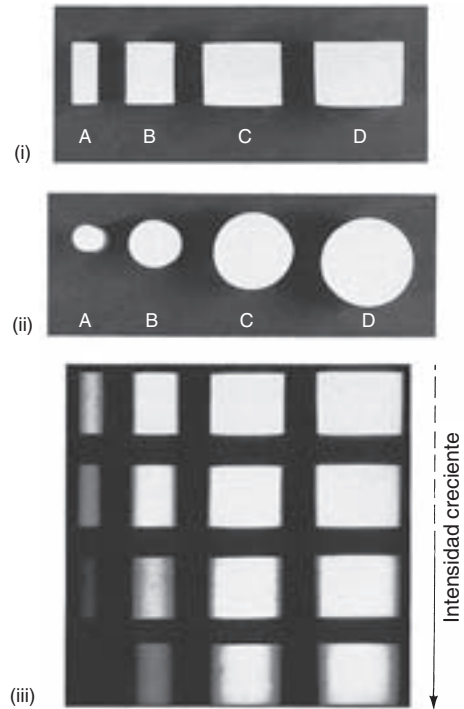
(i) Vista frontal y (ii) vista axial de cuatro cilindros hechos de yeso de París pero de diferentes diámetros. (iii) Cuatro radiografías que utilizan haces de rayos X de intensidades diferentes causan mayor penetración del objeto con menor atenuación; es por ello que producen sombras menos radiopacas (blancas) especialmente en el cilindro más pequeño.
